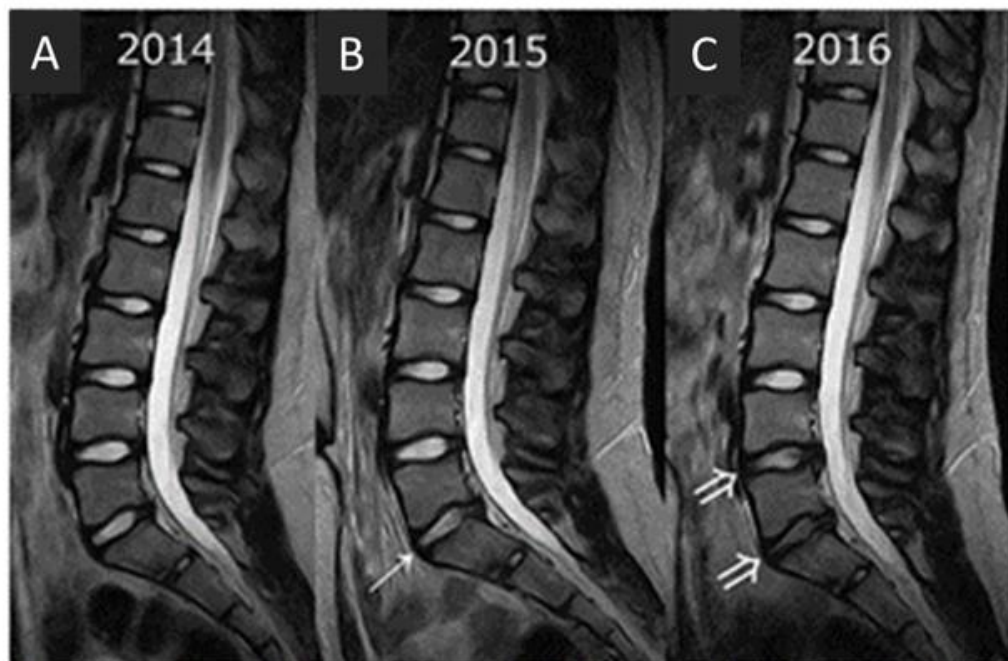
Caso representativo de progresión de la EDD: RM de una niña de 12 años al comienzo del estudio en 2014, y RM en 2015 y en 2016. No hubo hallazgos en 2014 (A); sin embargo, en 2015 se identificaron protrusión discal y EDD en el nivel L5/S1 (B) y en los niveles L4/5 y L5/S1 en 2016 (C). Los cambios degenerativos eran irreversibles en este punto. Modificado de Shimozaki y cols. *PloS One* 2018 (41).
